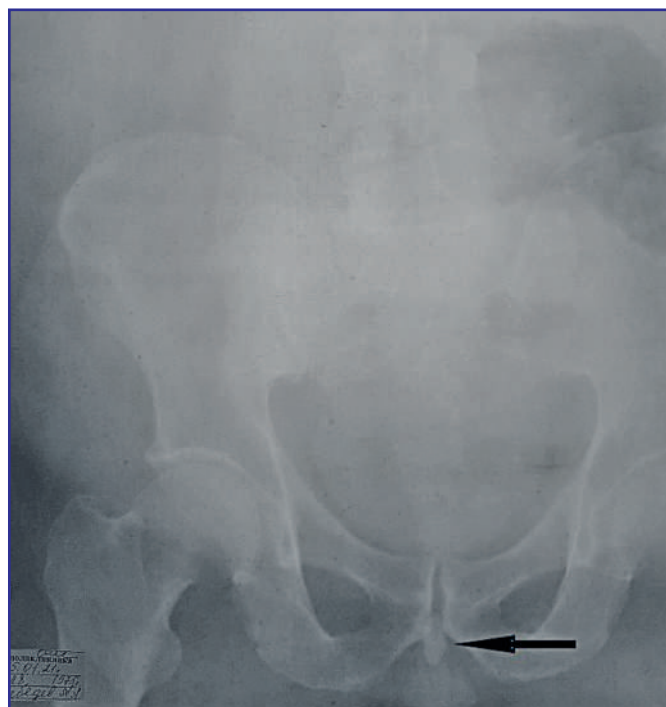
Обзорная рентгенография мочевого пузыря и почек пациента Л. [данные получены авторами] / Overview radiography of the urinary tract of patient L. [data obtained by the authors]
